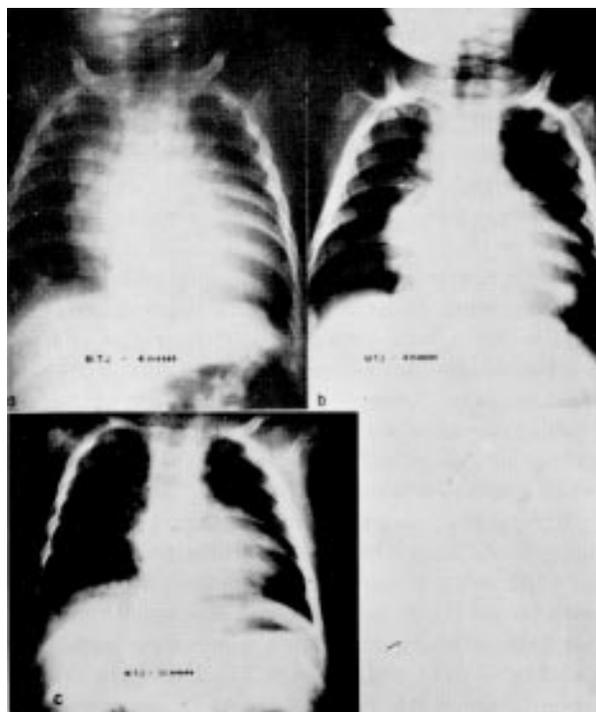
Radiografias de tórax em pósterio-anterior mostram nítida diminuição da cardiomegalia em período imediato à cirurgia (b) e principalmente em período mais tardio—7 meses após—(e) em relação à verificada no pré-operatório (a).
